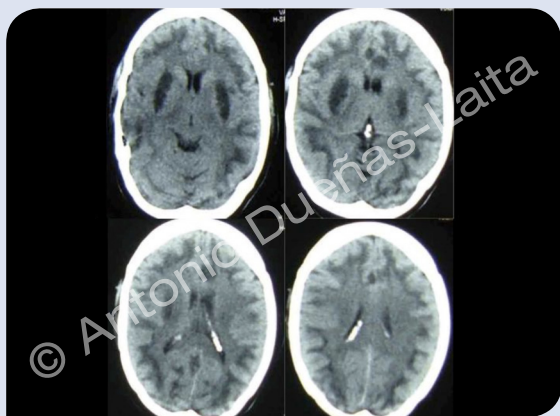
TAC craneal en intoxicado por metanol con lesión difusa de la sustancia blanca supratentorial subcortical, hipodensa. Se asocia a lesión de ambos núcleos lenticulares, sustancia blanca pericingular bilateral, hipodensa, sin un efecto masa significativo sobre estructuras vecinas.
